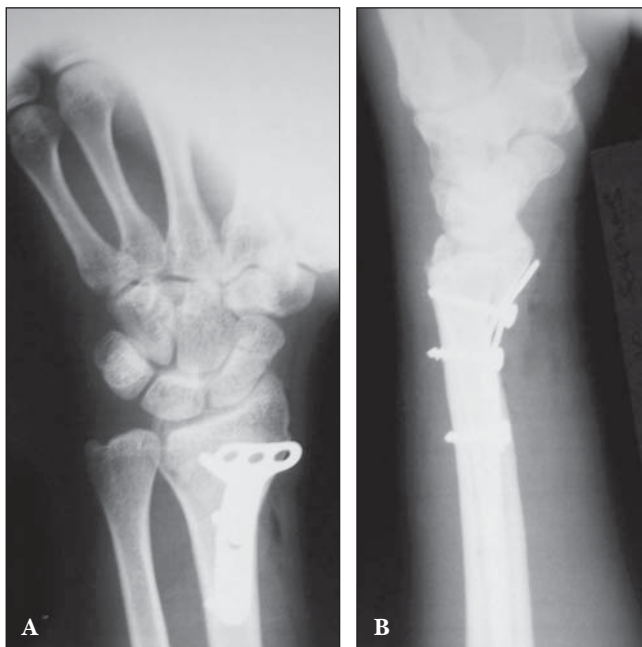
Radiografias ilustrando a redução cirúrgica de fratura do rádio direito, com placa e parafusos.
